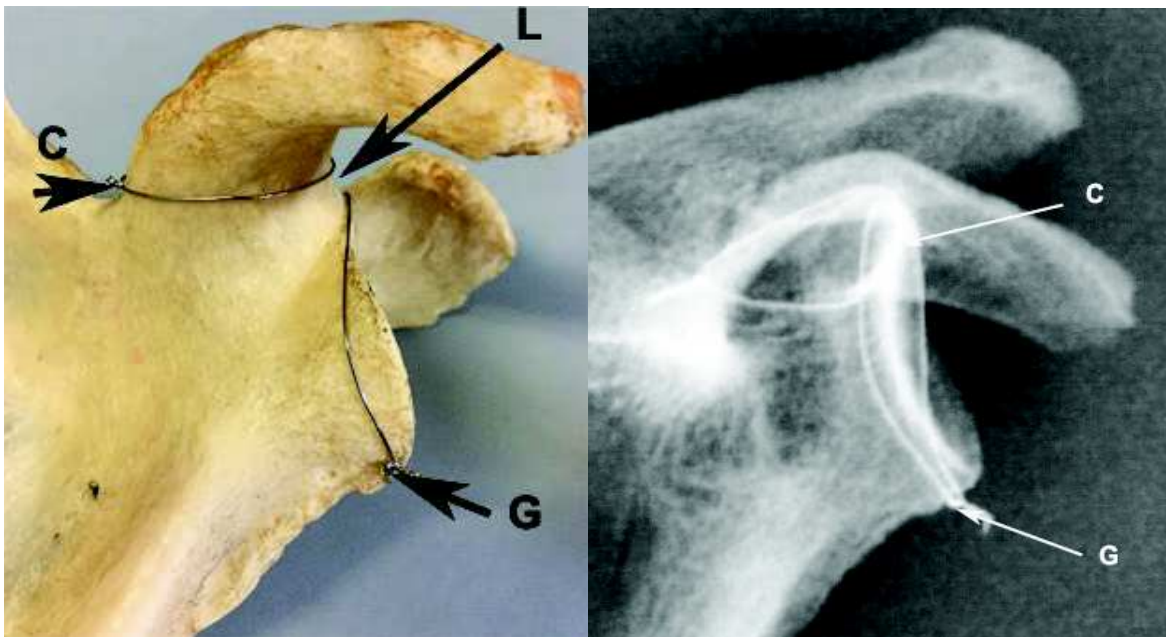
La base du processus coracoïde (C) et le pourtour glénoïdal (G) sont séparés par la longueur (L), qui correspond à la longueur du col de la scapula. Dans ce morphotype «col court», la longueur L est quasi-nulle. Sur la radiographie, l’empreinte de la base du processus coracoïde est au contact du pôle supérieur de la cavité glénoïdale.
